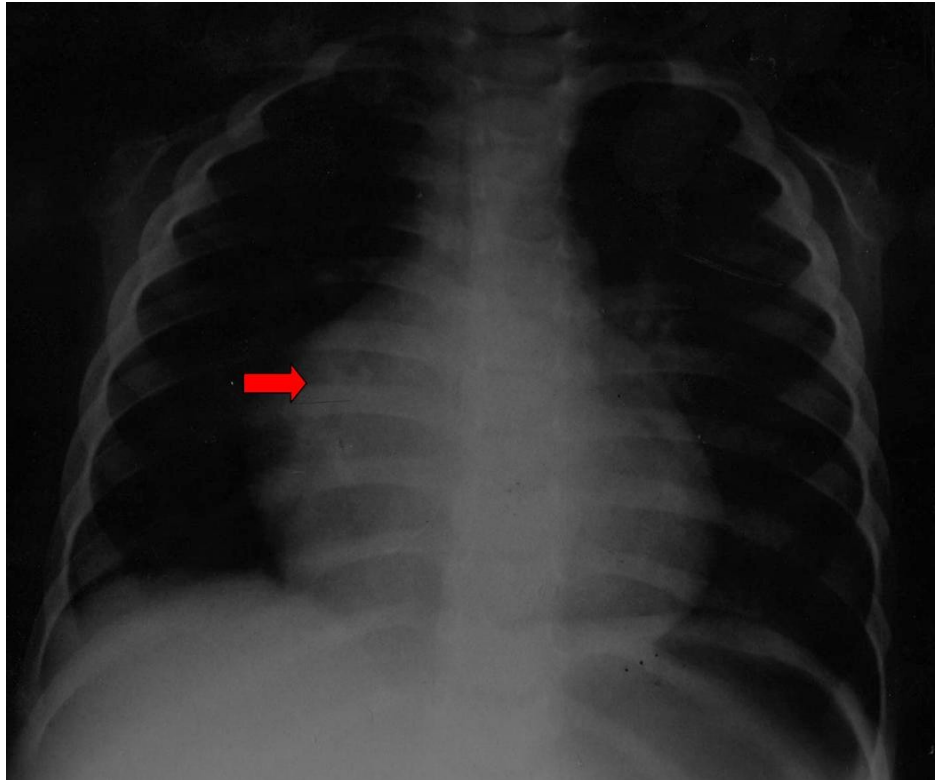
Radiografía de tórax del paciente 1, muestra dilatación de aurícula derecha (flecha)
